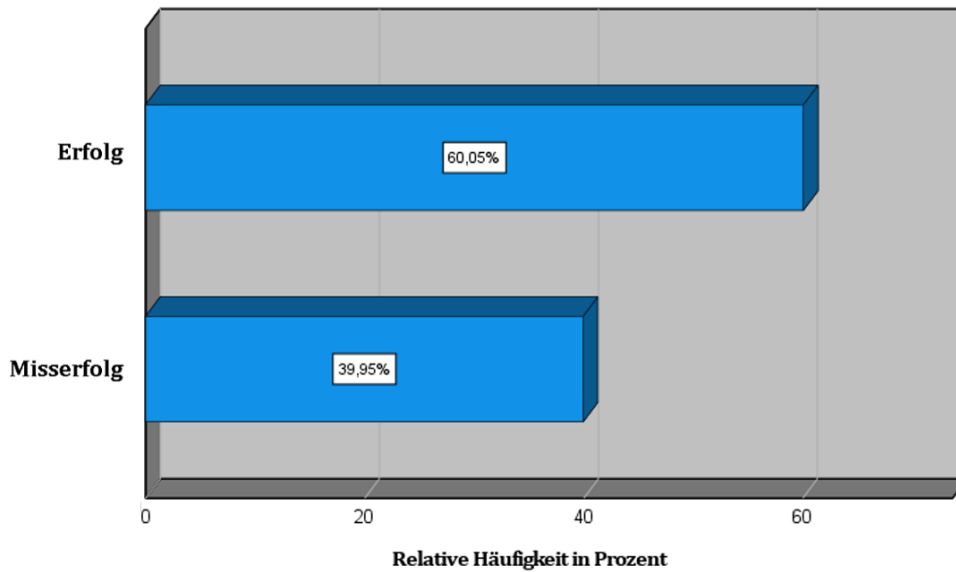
Häufigkeitsverteilung der Erfolge und Misserfolge aller beobachteten Fälle ($n = 398$) nach röntgenologischer Erfolgsdefinition; ($n = 159$) Misserfolgsereignisse
